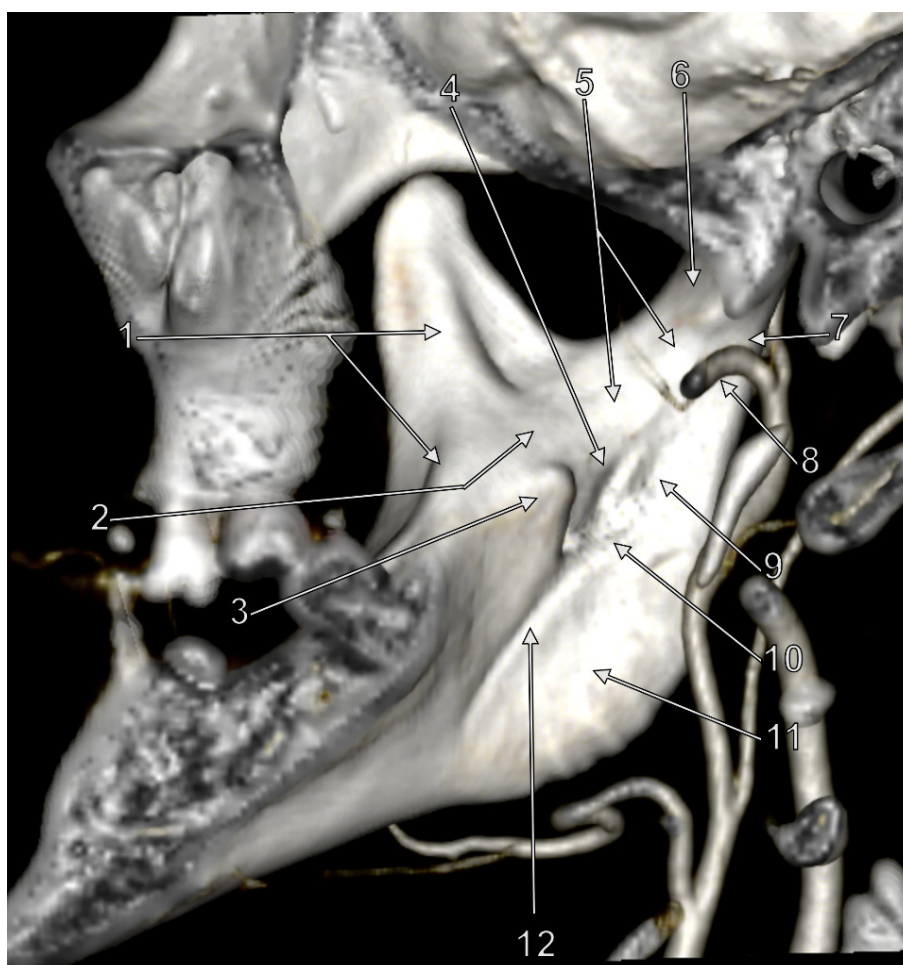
Peretele lateral al spațiului pterigomandibular drept – elemente de relief. Randare tridimensională CT. 1.creasta temporală (endocoronoidiană); 2.torusul triunghiular; 3.lingula (Spix); 4.sulcus colli; 5.creasta internă a colului mandibulei (endocondiliană); 6.foveea pterigoidiană; 7.colul mandibulei; 8.a.maxilară; 9.creasta pterigoidiană; 10. buza posterioară a șanțului colului mandibulei; 11.tuberozitatea pterigoidiană; 12.șanțul milohioidian.
